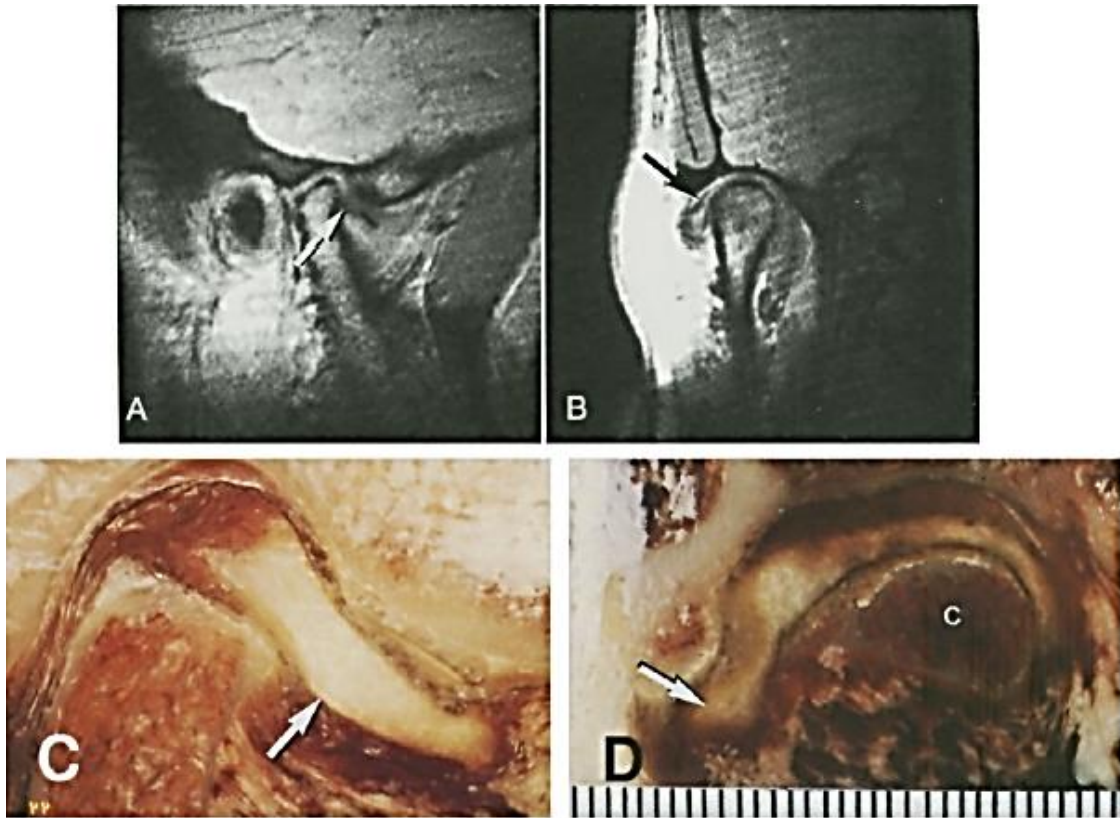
Deslocamento do disco de rotação ântero-lateral. A, imagem sagital da RM mostrando disco (seta) anteriormente ao cõndilo. B, Coronal MR imagem (mesma articulação como A) mostrando disco (seta) lateralmente ao cõndilo. C, criosecção sagital (disco diferente de A e B) mostrando disco (seta) anterior ao cõndilo. D, criosecção coronal (disco diferente de A, B e C) mostrando disco (seta) lateralmente ao cõndilo (C).
